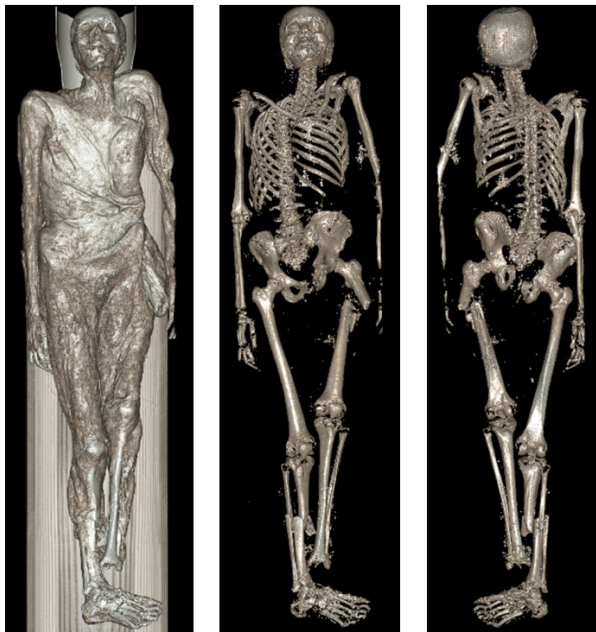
As imagens representam diferentes janelas de tomografia computadorizada de corpo inteiro. Havia fraturas e/ou luxações produzidas por ação contundente na mandíbula, em múltiplos arcos costais bilateralmente, na coluna vertebral torácica, no cotovelo esquerdo, na articulação sacroilíaca esquerda, na sínfise púbica, no fêmur esquerdo e na tíbia e fibula direitas. O pé esquerdo foi enviado separado do corpo.
